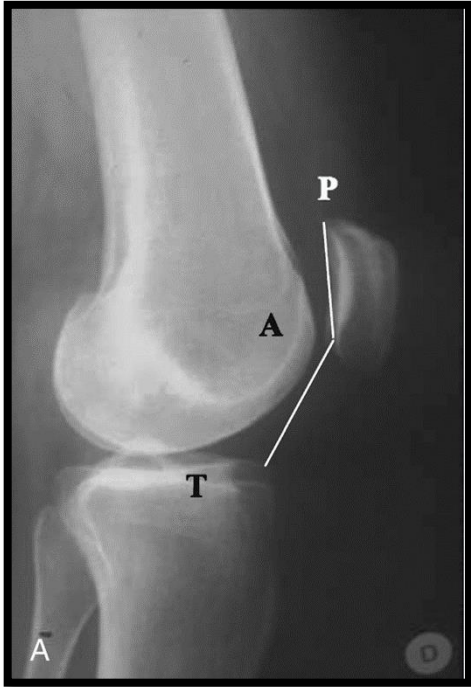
índice de Caton-Deschamps medido en radiografía lateral de rodilla Tomada de Donald C. Fithian ¹⁸.
